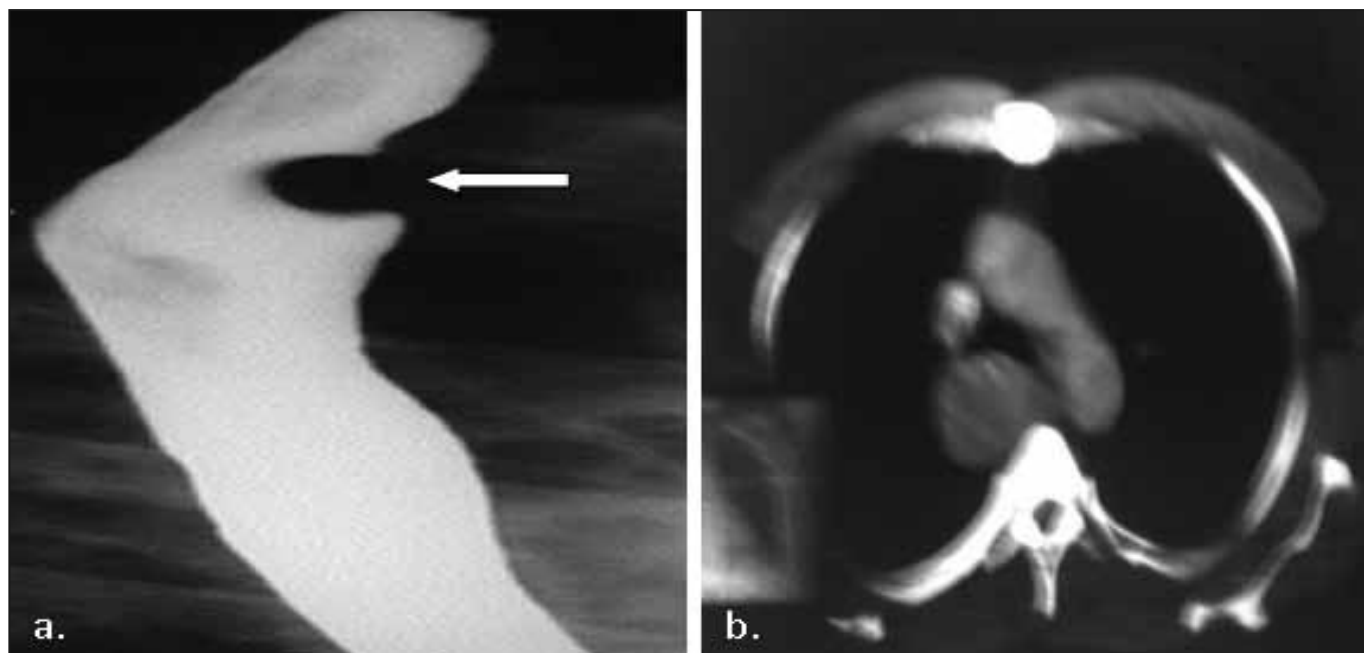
a. imagen de un leiomioma del esófago en un esofagograma b. tomografía axial computarizada mostrando un leiomioma esofágico de gran tamaño en el mediastino posterior
